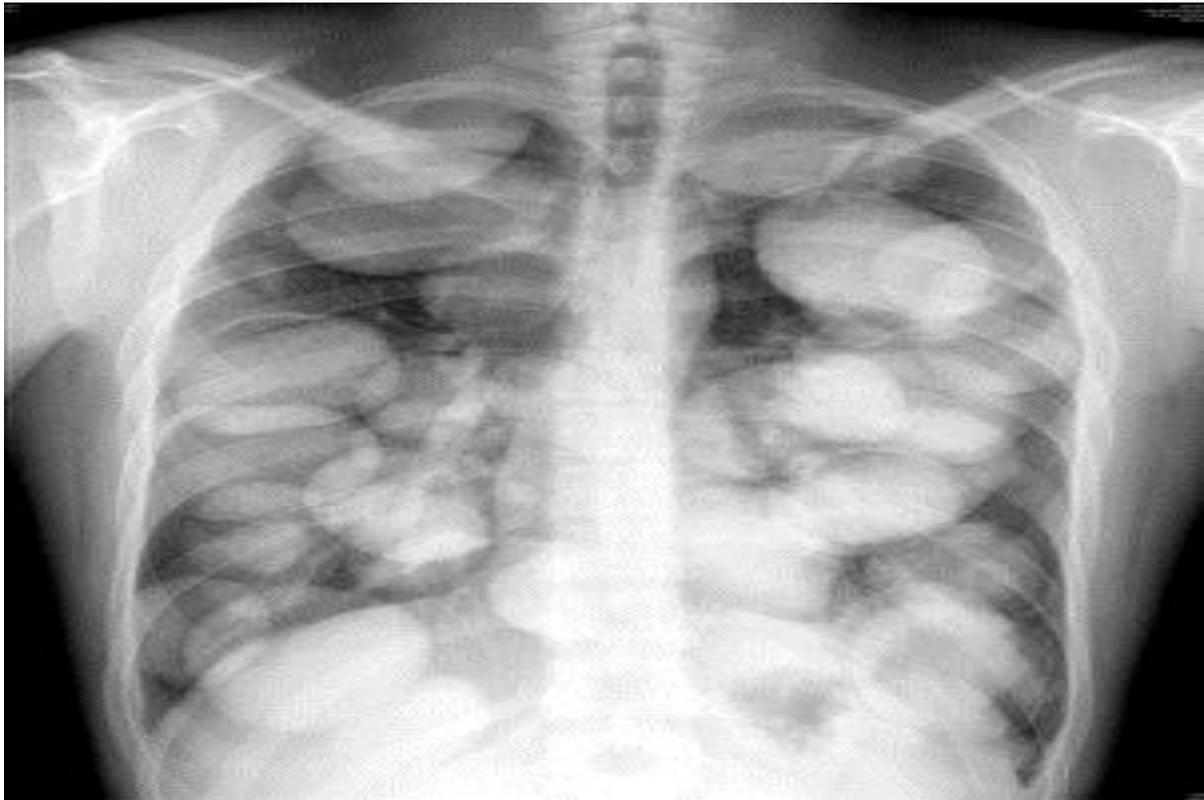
Radiographie thoracique de face : Hydatidose pulmonaire bilatérale et multiple
